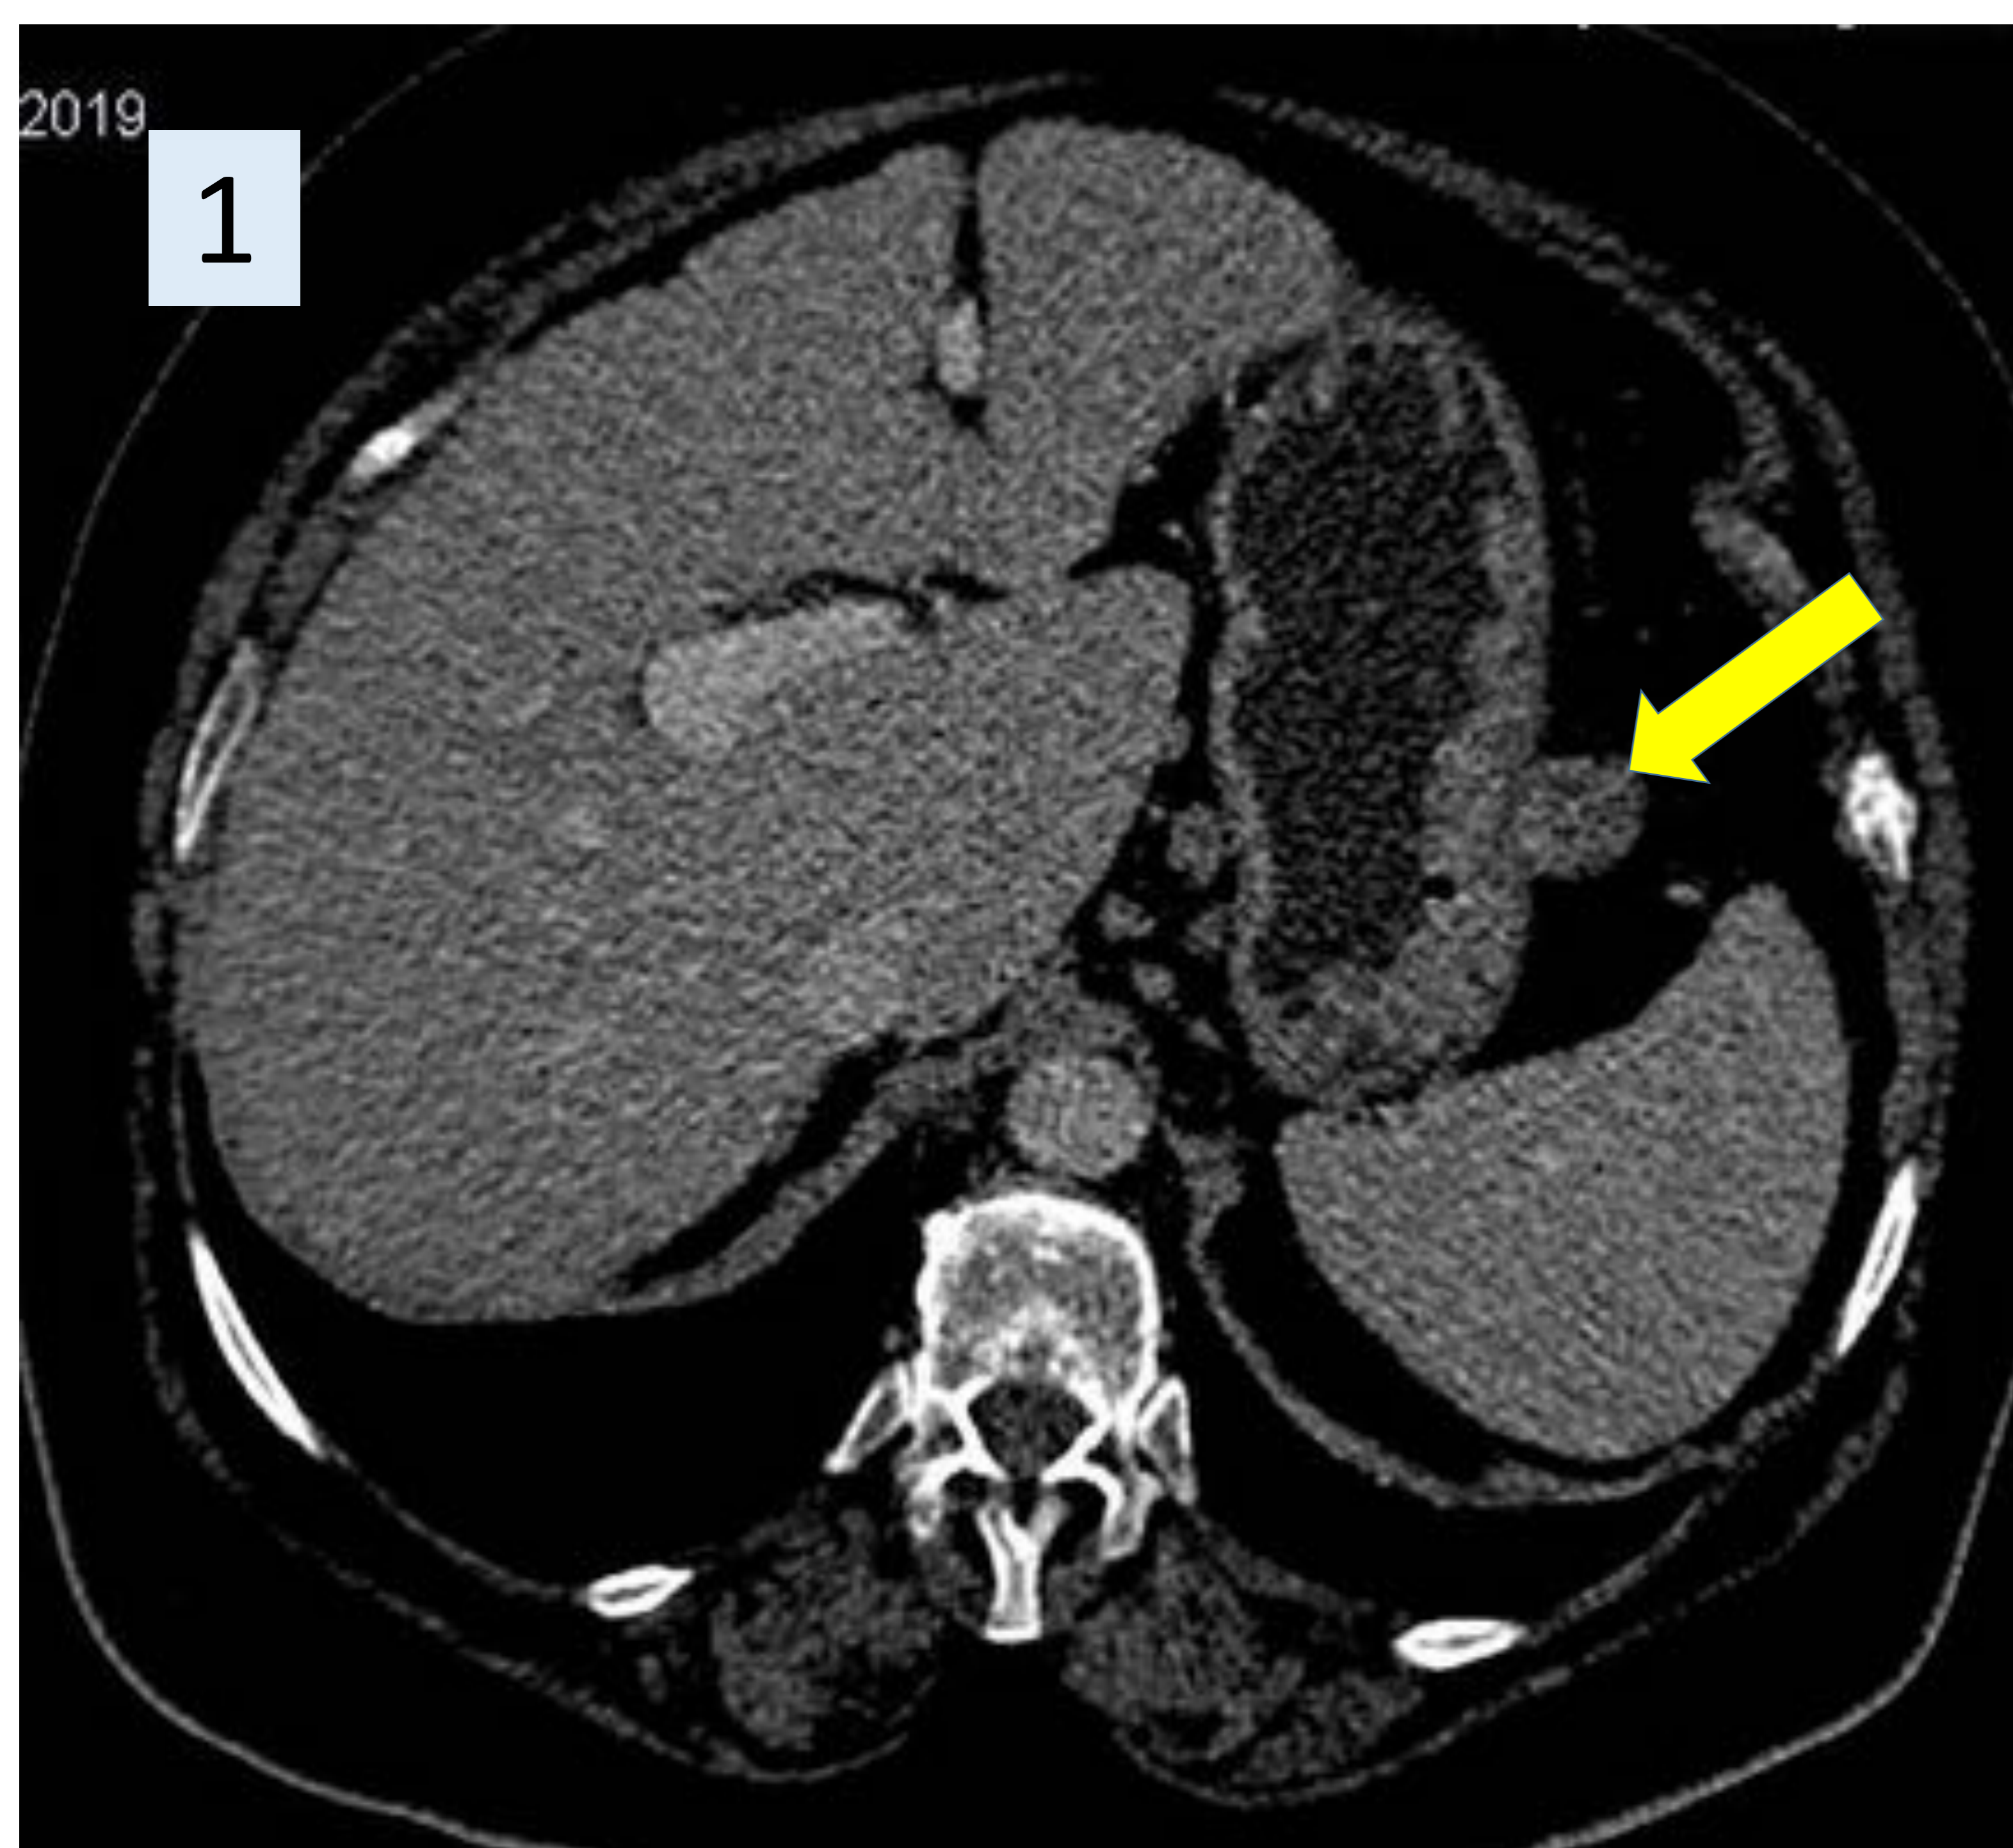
(1) GIST en mujer de 74 años. La Tomografía Computarizada (TC) con contraste intravenoso (CIV) muestra una lesión nodular exofítica dependiente de la curvatura mayor del estómago a nivel del fundus-cuerpo gástrico (flecha amarilla). (2) Masa de densidad heterogénea y márgenes bien definidos con captación periférica y centro necrótico, de localización retroperitoneal-paraaórtica derecha (flecha verde). Se trataba de un GIST dependiente de la segunda porción duodenal con crecimiento exofítico. *Hospital Universitario Infanta Cristina. Unidad Central de Radiodiagnóstico.*
